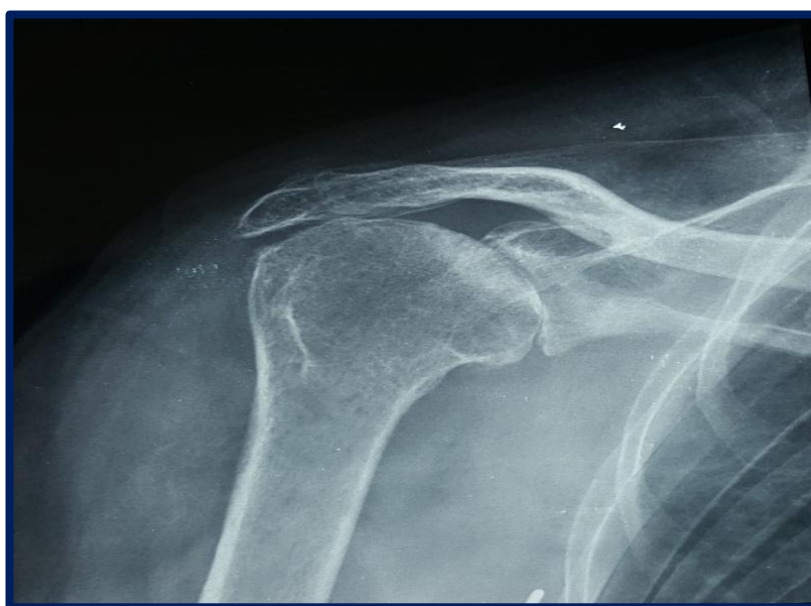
Radiographie standard de l'épaule droite incidence de face montrant une omarthrose excentrée ; pincement globale de l'interligne gléno-humérale, pincement sous acromial sans acétabulisation de la face inférieure de l'acromion, avec déminéralisation de la tête humérale.
